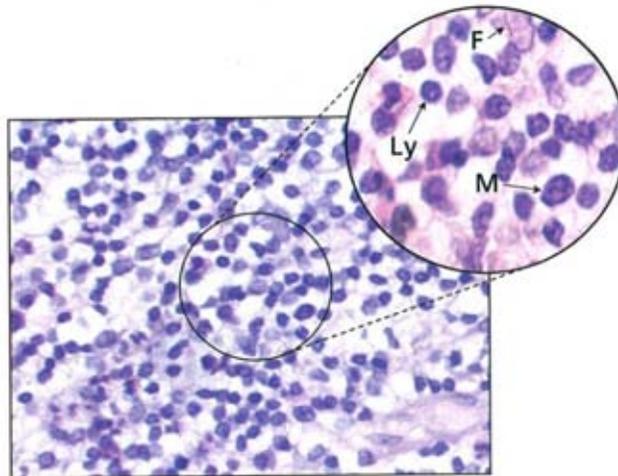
Células del granuloma periapical: a) linfocitos (Ly), macrófagos (M) y fibroblastos en el tejido conectivo (F).
